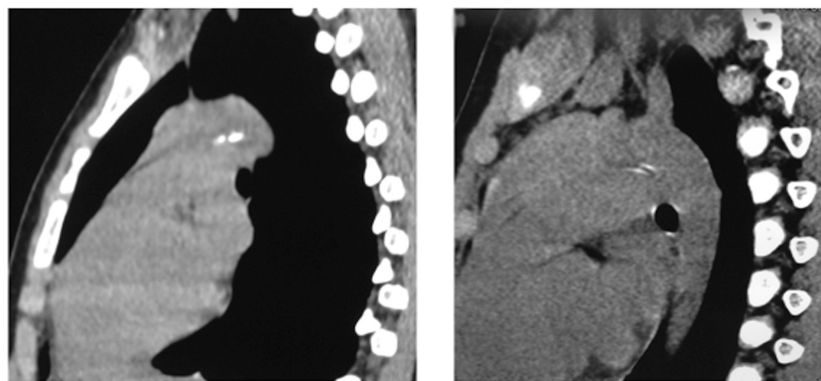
Сканы компьютерной томографии ребенка с подозрением на кальцинаты в лимфатических узлах и косвенными признаками увеличения лимфатических узлов в левой трахеобронхиальной области при отрицательной пробе с аллергеном туберкулезным рекомбинантным. Между аортой и легочной артерией определяется структура фрагментированной уплотненной артериальной связки и двух артериальных связок
